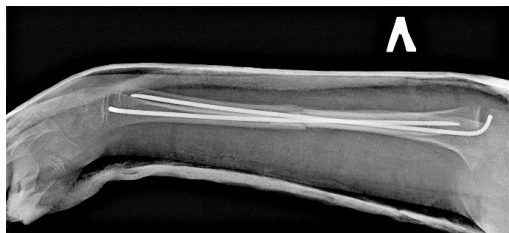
Контрольные рентгеновские снимки через 1 мес.
